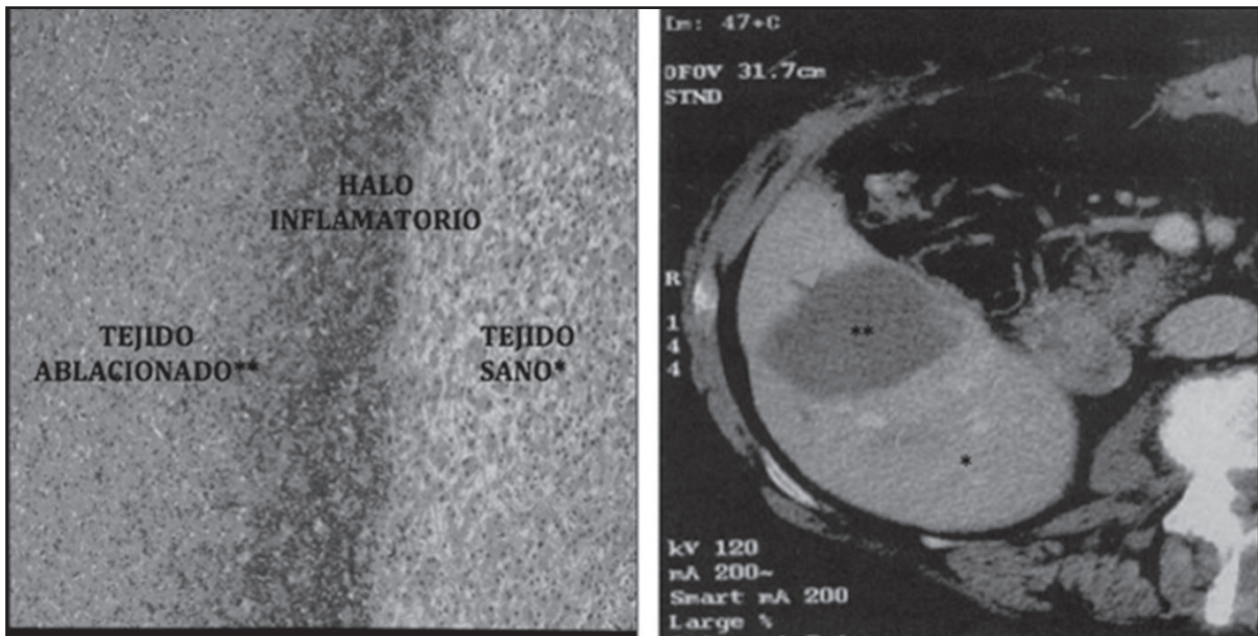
Corte histológico representativo de la lesión postablación por RF remarcando el área de necrosis tras ARF y delimitada por halo inflamatorio que, en la imagen por TC abdominal, se representan con () y (*), respectivamente. El halo inflamatorio representa el edema postablación (punta de flecha).
